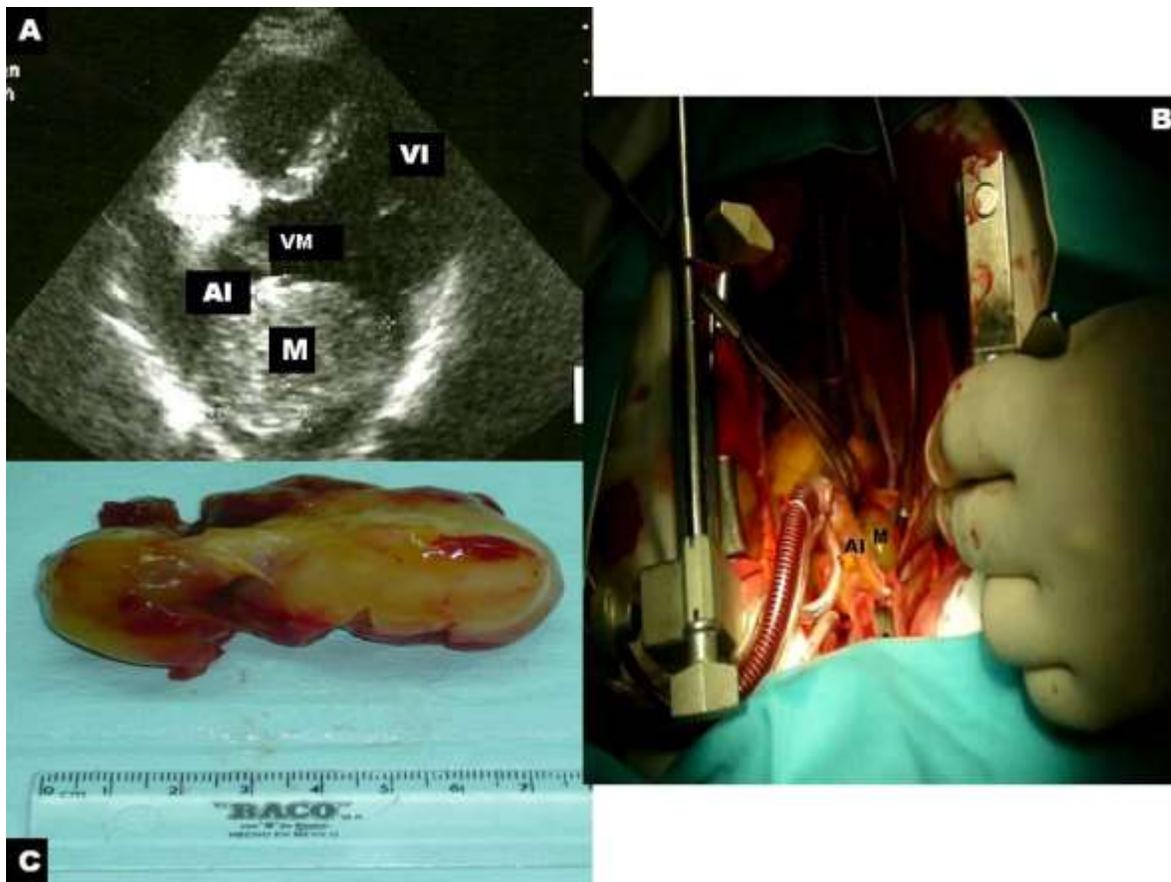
A) Ecocardiograma transtorácico en vista del eje largo paraesternal que muestra una masa sólida móvil en la aurícula izquierda que mide 6,2 x 4.4 cm; B-C) Imagen intraoperatoria que muestra un tumor sólido que ocupa toda la aurícula izquierda y que midió 7,5 x 4,1 cm. M: mixoma; VI: ventricular izquierdo; AI: aurícula izquierda.
